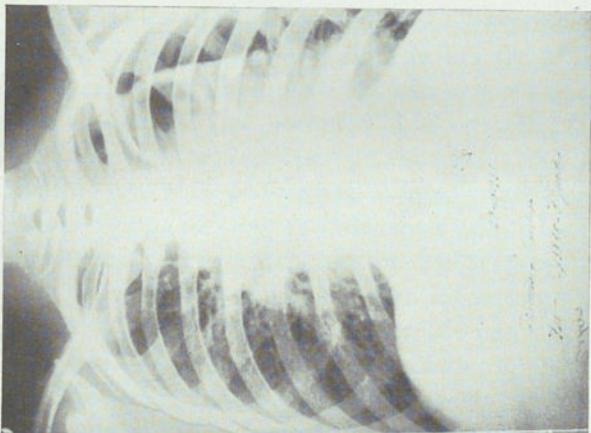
Radiografía del 29-X-38. Imagen de neumotorax con cavidad insuflada que permanece cojada por un sistema adherencial apical. Fuerte atelectasia pericavitaria.
